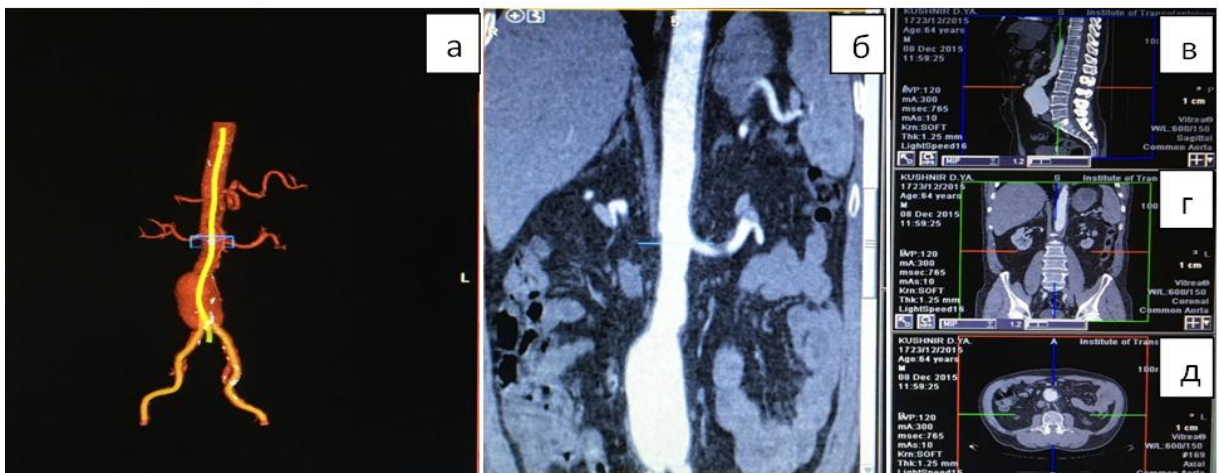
Приклад 3D-реконструкції аорти з використанням програми «3D-Recon». а – МСКТ 3D реконструкція, б – планарна модель, що відображає справжню довжину аорти, в – поздовжня реконструкція в проекції з максимальною ангуляцією ПША, г – фронтальний зріз, д – поперечний зріз.
